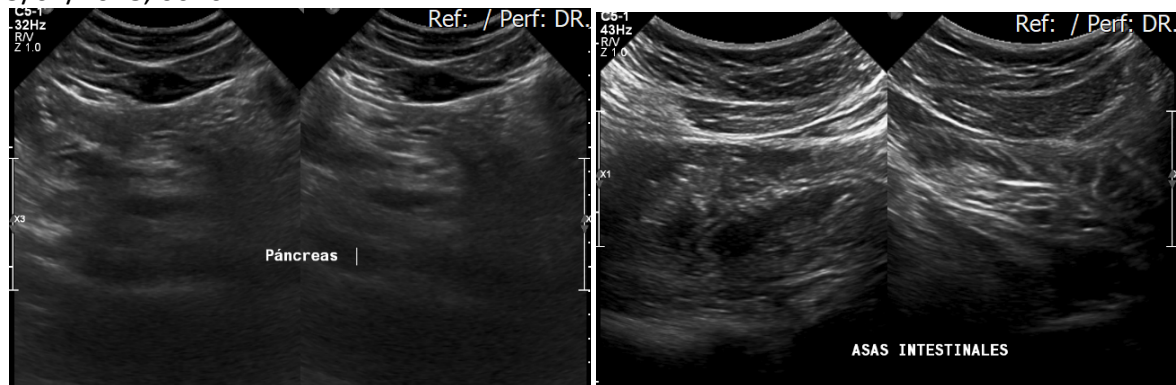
Ecografía de abdomen superior del paciente
